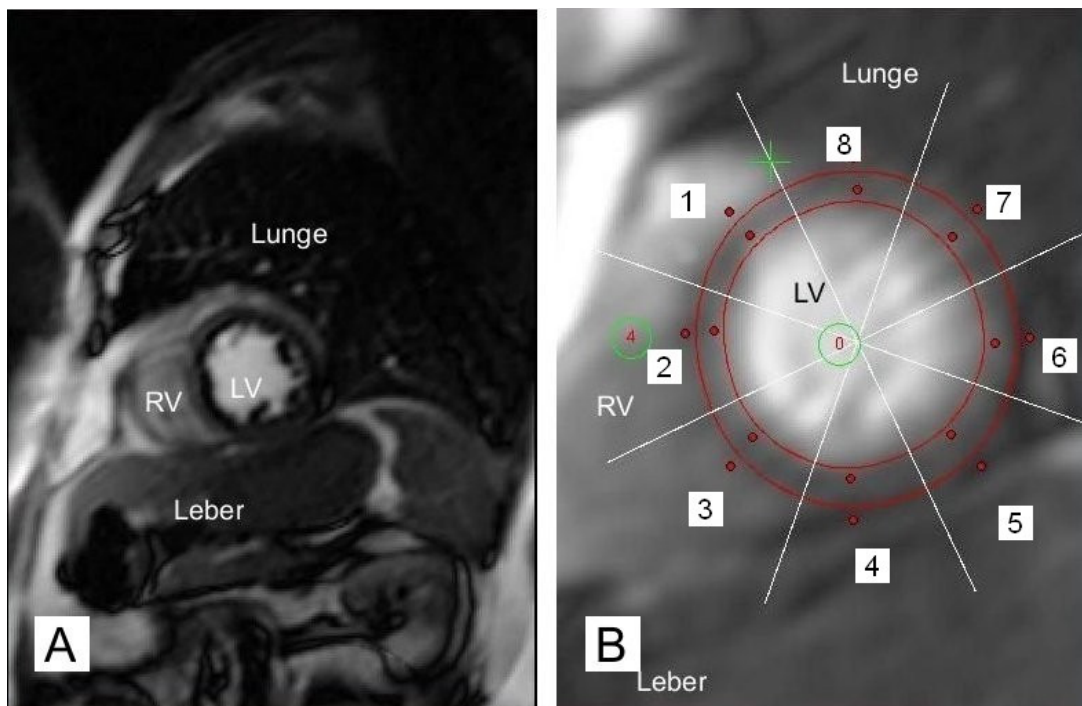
Auswertefenster mit MRT-Bild des rechten (RV) und linken (LV) Herzventrikels vor Vergrößerung (A) und nach Vergrößerung beider Herzkammern mit endo- und epikardialen Konturen sowie Sektoreneinteilung des linken Ventrikels; zusätzliche ROIs im linken und rechten Ventrikellumen sowie Referenzsektor (+) an der Insertion des rechten Ventrikels (B)
